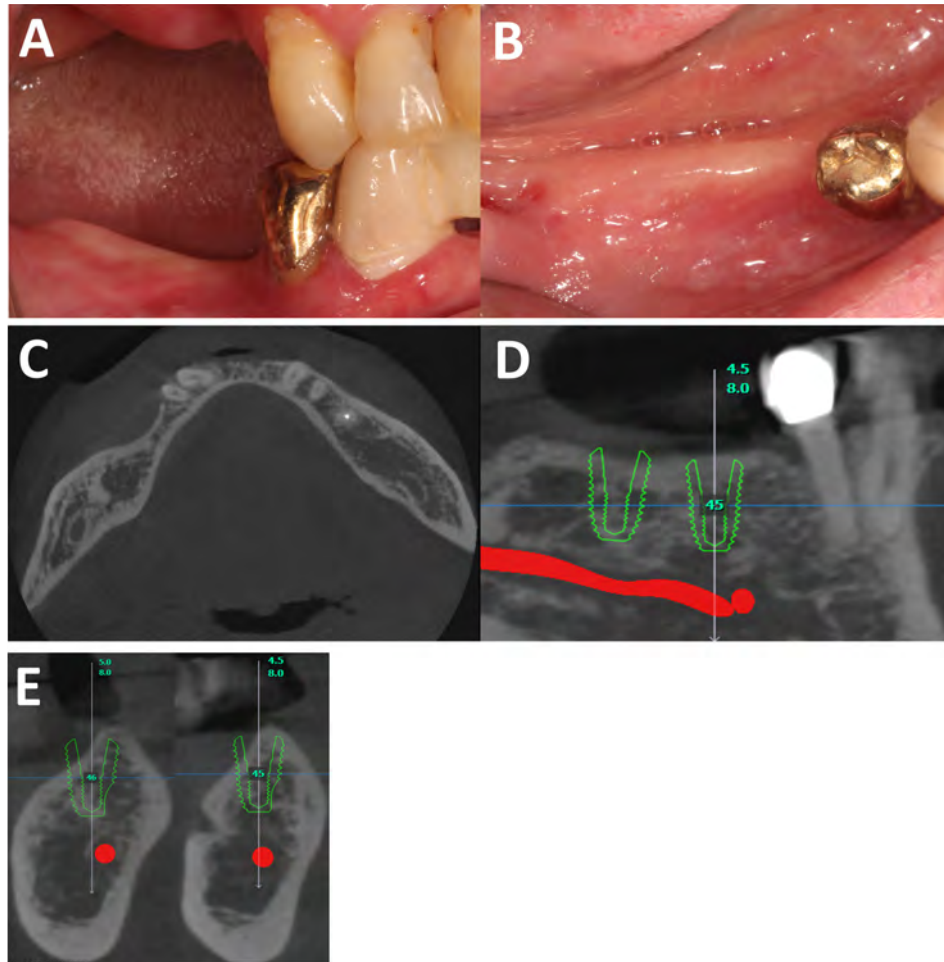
Pre-op analysis. (A) Clinical photo of case 2 (lateral view). (B) Clinical photo (occlusal view). (C) CBCT (occlusal view). (D) CBCT (panoramic view). (E) CBCT (cross-sectional view).
